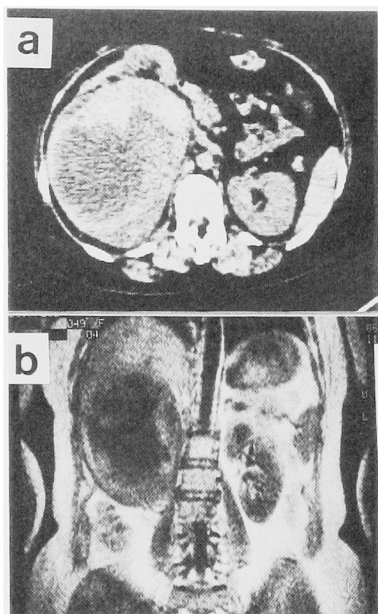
a) CT-scan demonstrates a huge renal mass. Note the inhomogenous texture of the tumor. b) MRI image shows a large complex renal mass. Note the hypodensity area in the center of the mass.
